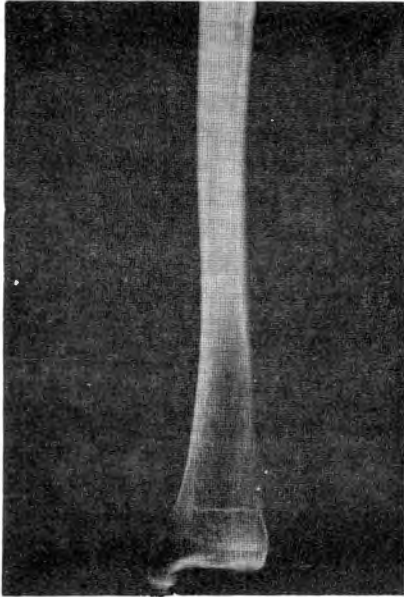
Radiografía de la tibia izquierda de un individuo adulto-medio de sexo masculino, que presenta líneas de Harris.
